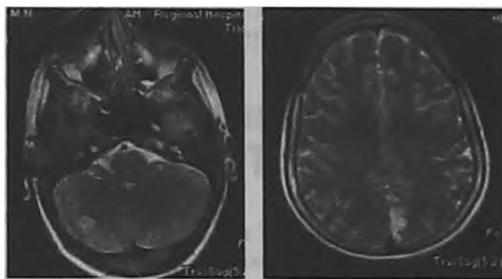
МРТ головного мозга (2 сутки после критического эпизода заболевания)
